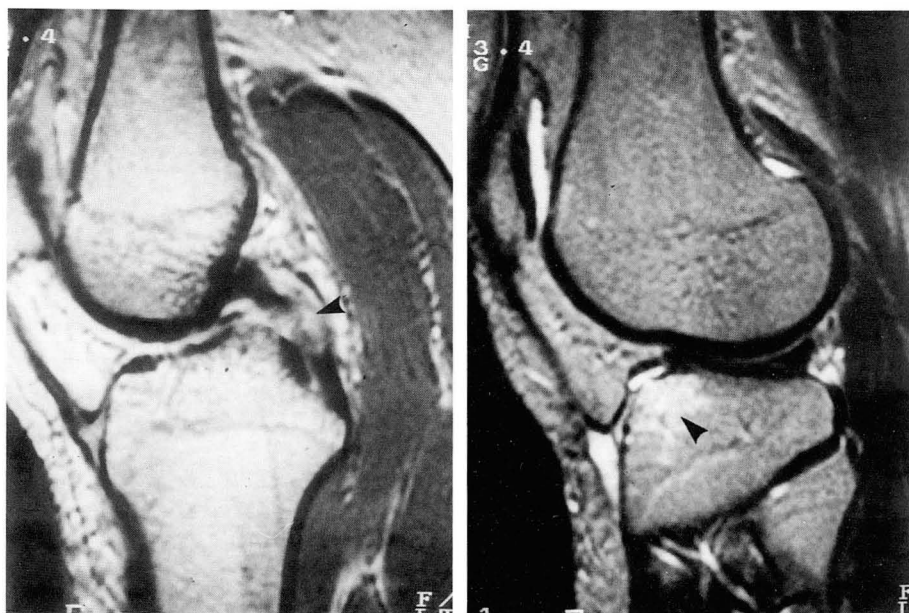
Bone bruise of anterior lateral tibial plateau in a patient with complete posterior cruciate ligament tear. Sagittal proton-density weighted image(left) shows complete tear of posterior cruciate ligament at mid one-third(arrowhead). Sagittal T2-weighted image(right) shows high signal intensity of bone marrow of anterior lateral tibial plateau(arrowhead).
